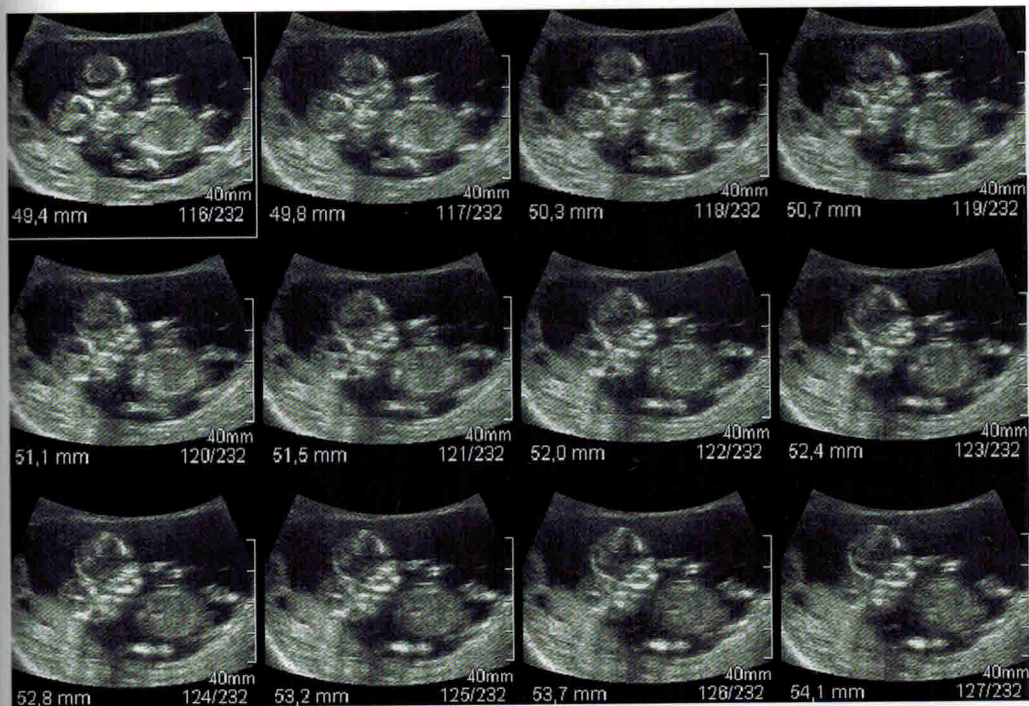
Неразделенная двойня. Ультразвуковое сканирование в 11 нед 5 дней. Томографический режим (TUI). Шаг последовательных плоскостей – 0,5 мм. На всех срезах туловища обоих плодов расположены очень близко друг к другу.
